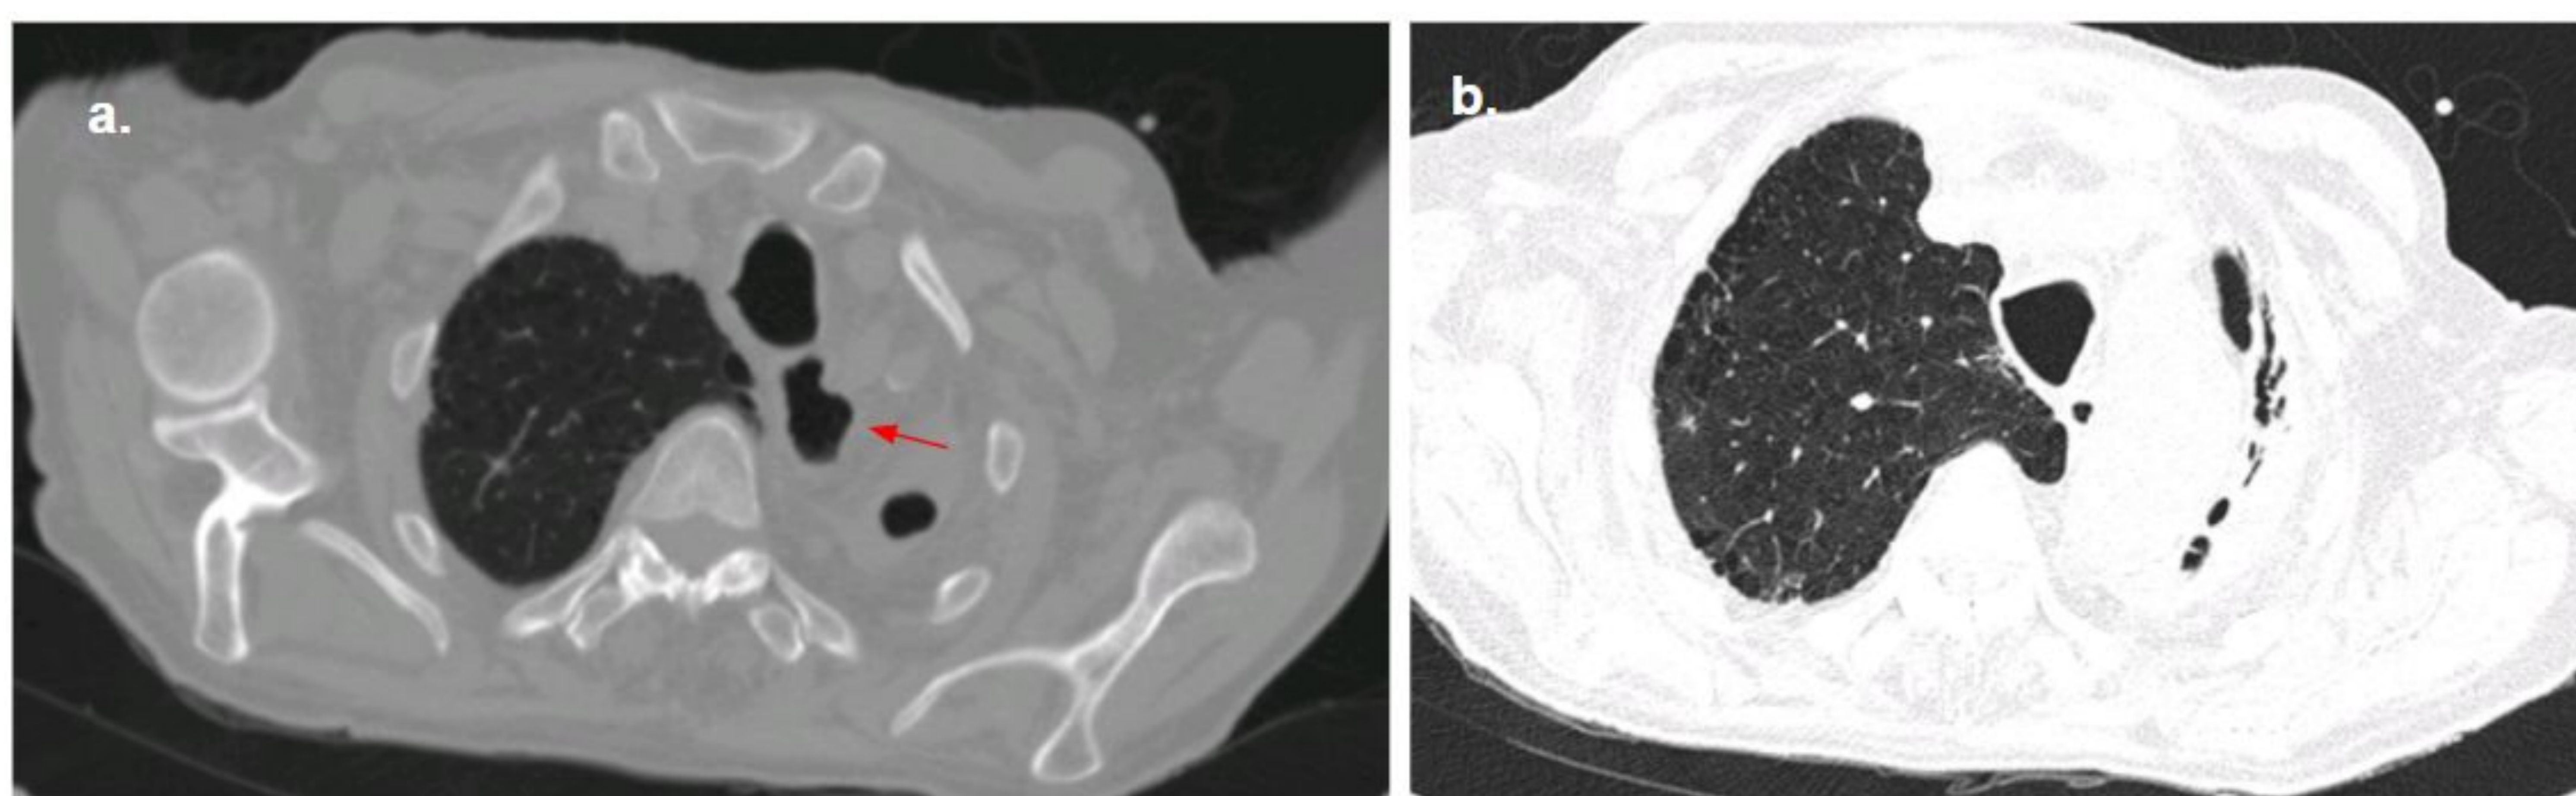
Estudio de TC axial que muestra un divertículo esofágico por tracción izquierdo (a, flecha) secundario a cambios cicatriciales por tuberculosis en ápex pulmonar izquierdo (b).
